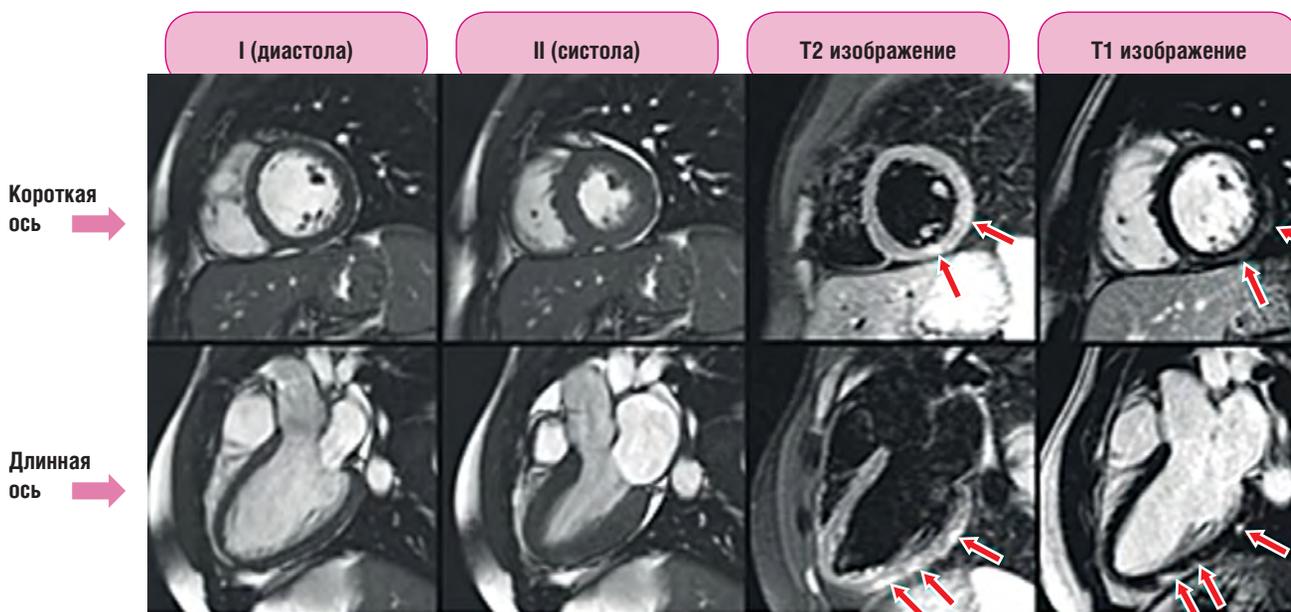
Магнитно-резонансная томография в диагностике миокардита
